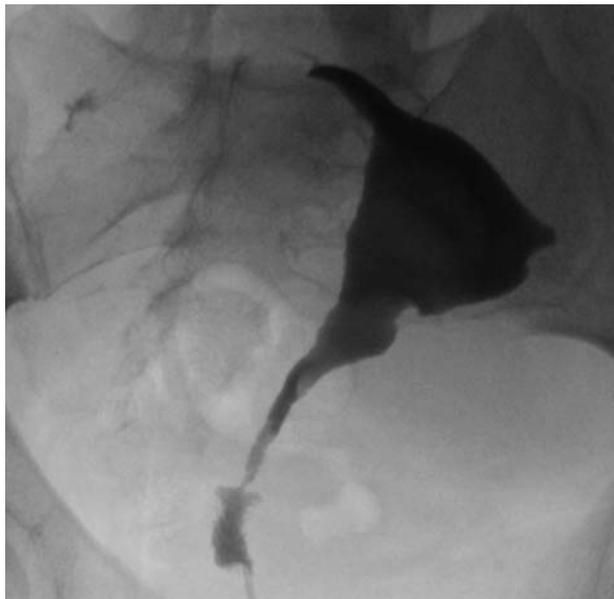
Hallazgo casual de mioma en HSG confirmado por RM.
